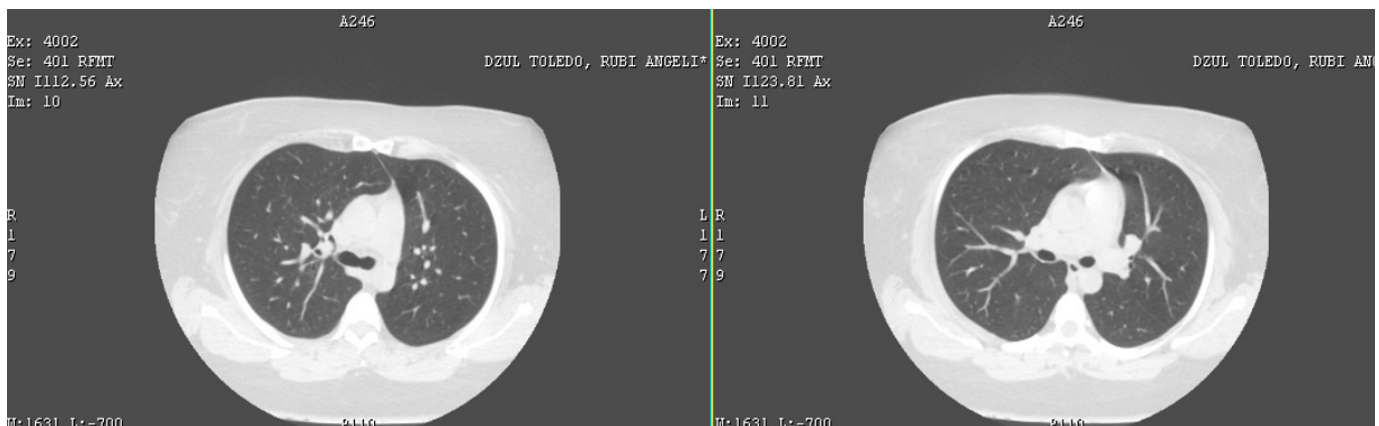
Tomografía de tórax de la paciente que muestra parénquima pulmonar normal, marzo del 2022.
